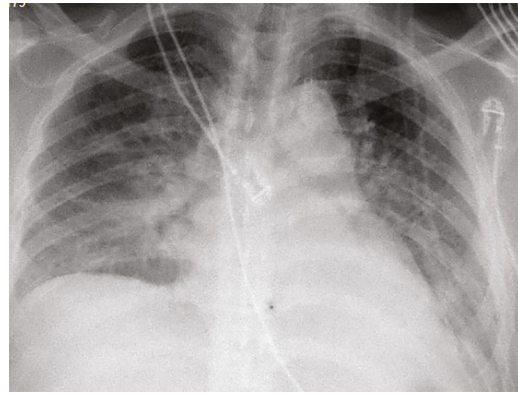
Radiografía que muestra ensanchamiento de la silueta cardíaca y mediastino.
